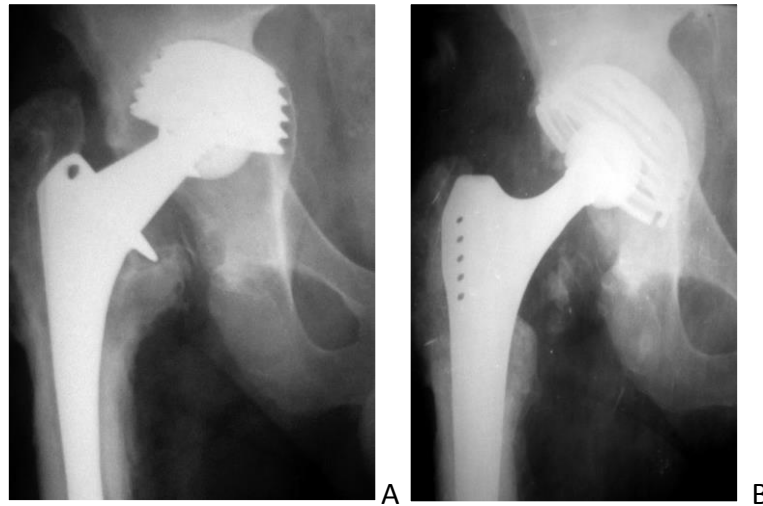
А. Рентгенограмма пациент Б. 34 лет. Асептическая нестабильность эндопротеза Герчева правого тазобедренного сустава. В. Рентгенограмма после выполнения ревизионного эндопротезирования, замены вертлужного компонента на чашку BICON с костной аллопластикой дна впадины.
